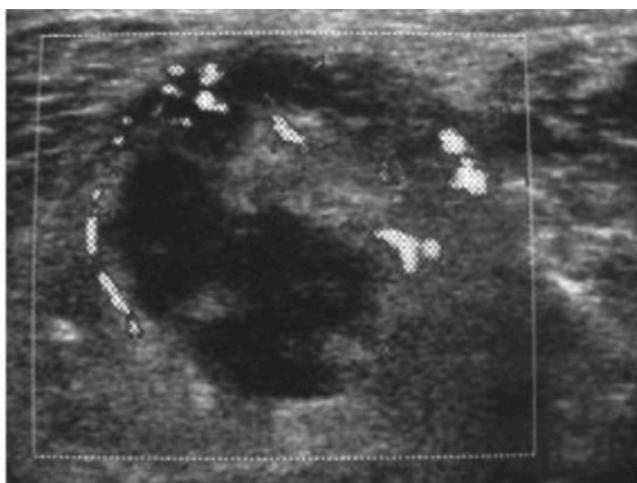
Lesión nodular dérmica con ecogenicidad heterogénea y vascularidad periférica en Doppler color, compatible con tumor cutáneo benigno anexial.
